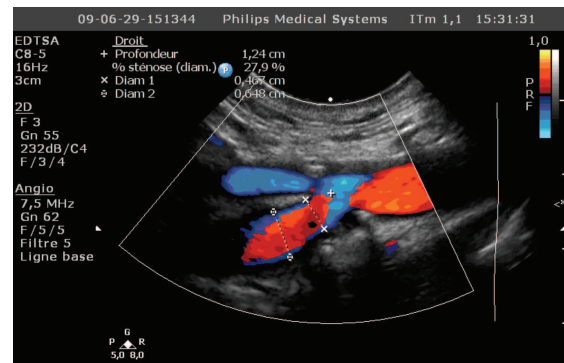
analyse des flux de la bifurcation carotidienne au doppler couleur
